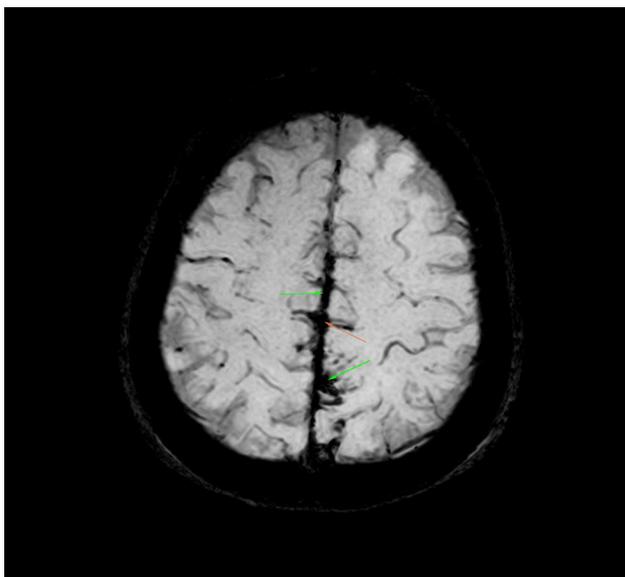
Secuencia de susceptibilidad magnética por resonancia. Muestra contenido hemático en el espacio subaracnoideo.
